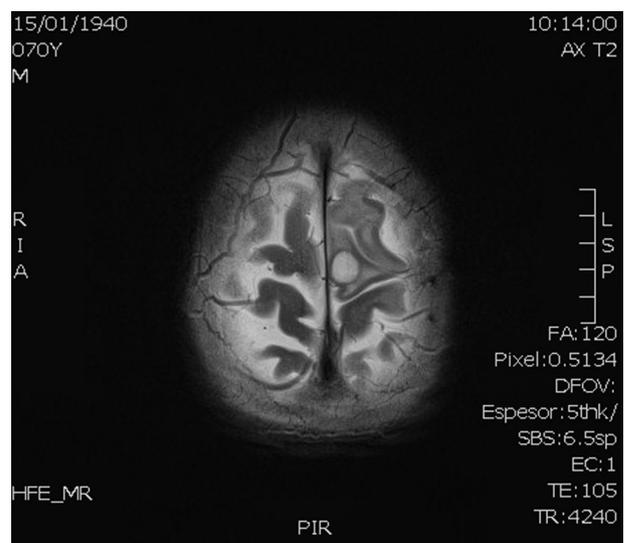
Resonancia magnética. Lesión intraparenquimatosa corticosubcortical con captación de gadolinio.
